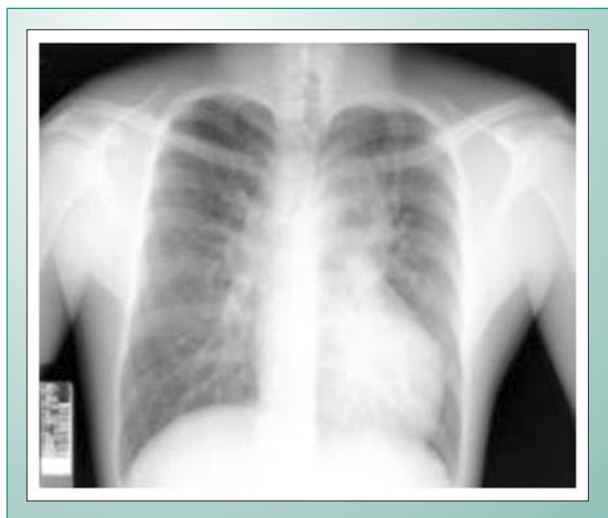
Radiografia em PA de Tórax mostrando o aspecto em “boneco de neve”. Mais detalhes no texto.
